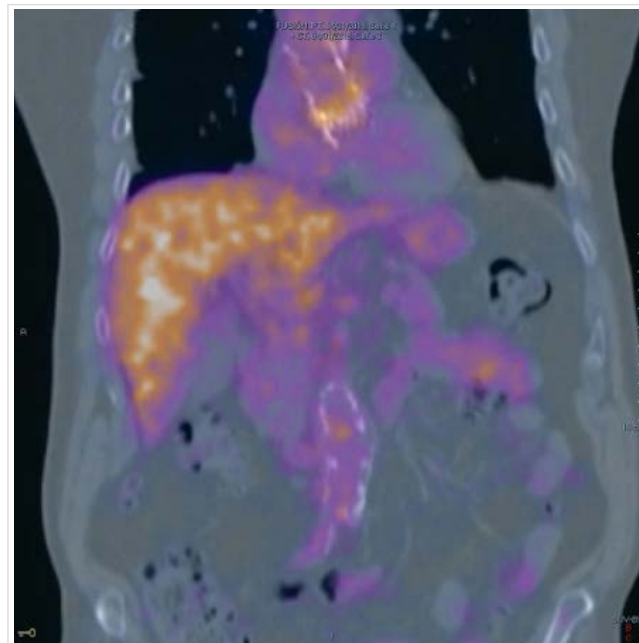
Tomografía por emisión de positrones/tomografía computada (PET/CT) con hiper captación perivalvular y hepática.
